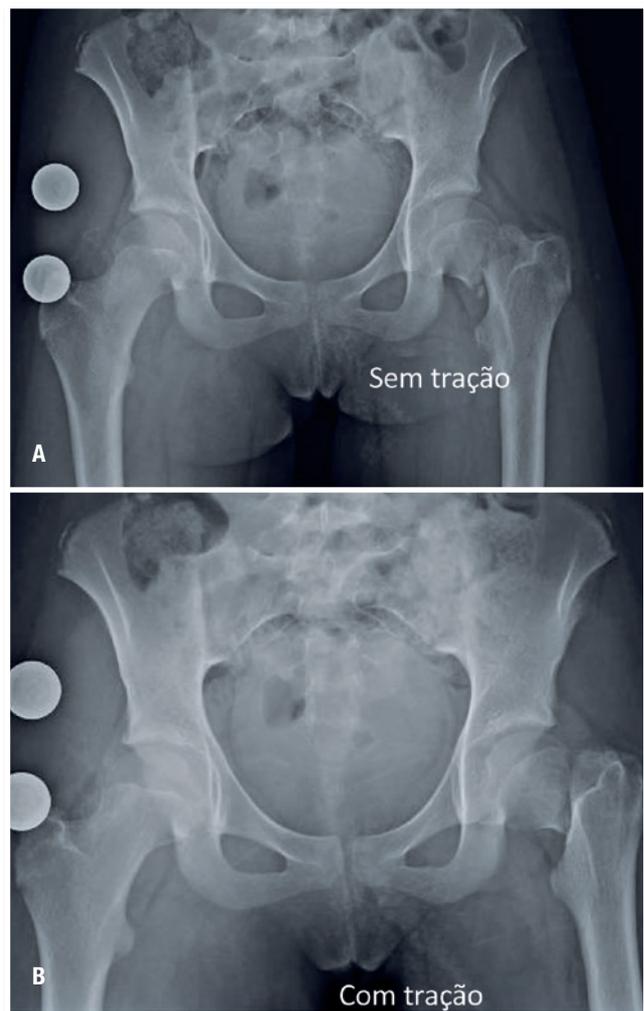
Radiografia anteroposterior da bacia. A. Sem tração e rotação interna de 15°. B. Com tração e rotação interna de 15° do membro
